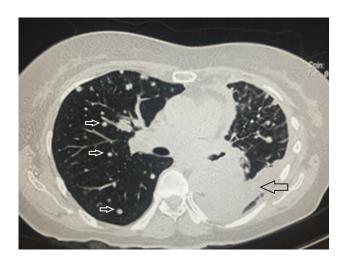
Tomografía computarizada de tórax, ventana pulmonar con múltiples imágenes micronodulares sugerentes de metástasis pulmonares (flechas blancas) y atelectasia lobar izquierda (flecha negra).
